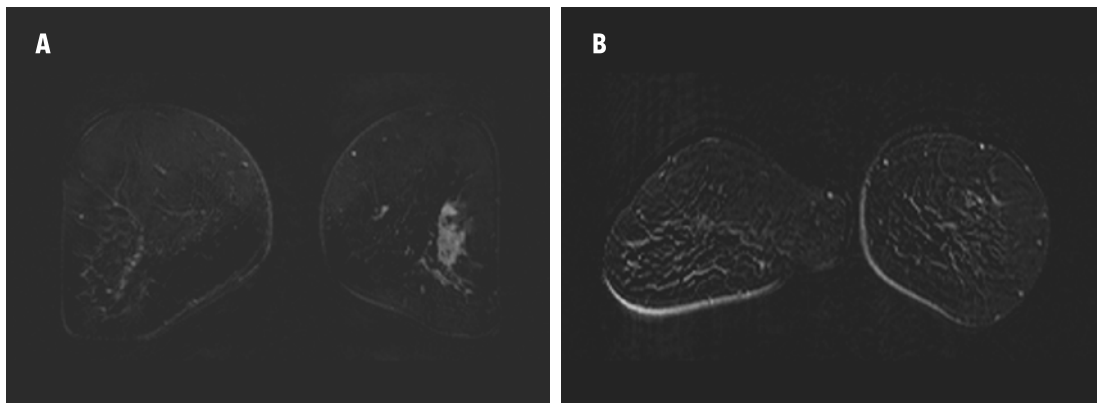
Evaluación de la respuesta a quimioterapia primaria mediante RMN de mamas. A: imagen tumoral al diagnóstico. B: RMN post quimioterapia.
